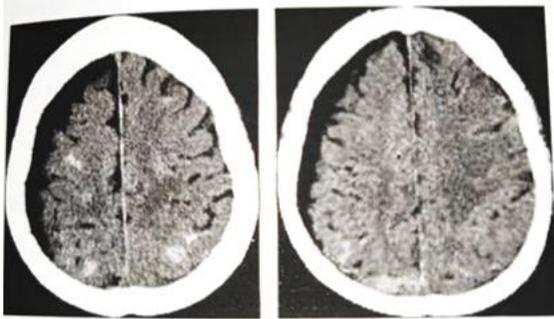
TC simple que demuestra hipodensidad en el espacio subaracnoideo, así como zonas de contusión parenquimatosa. Antecedente de hematoma subdural crónico derecho.
